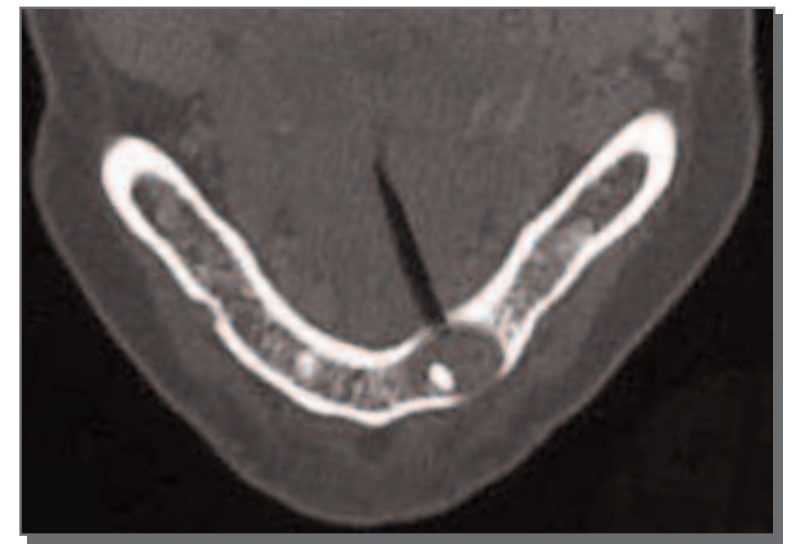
Eine präoperativ durchgeführte Computertomographie zeigt eine Osteolyse in regio 34 bis 32 mit einer Ausdehnung von 2 x 1 cm.
